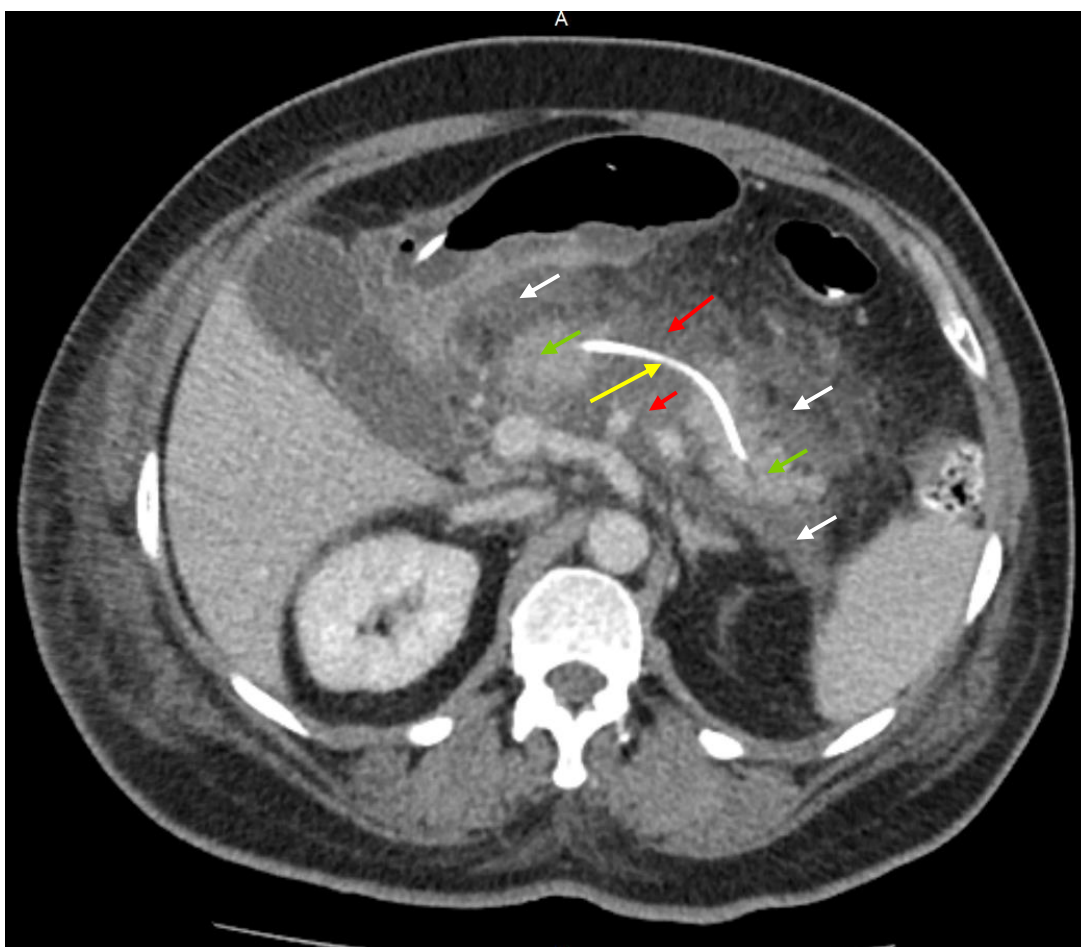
Компьютерная томограмма на 3 сутки болезни. Венозная фаза, аксиальная проекция. 1 тип конфигурации некроза с полным поперечным некрозом в области тела ПЖ (красные стрелки), жизнеспособная паренхима в области головки и хвоста ПЖ (зеленые стрелки), парапанкреатит (белые стрелки). Стент ППЖ, проведенный за зону поперечного некроза (желтая стрелка)
